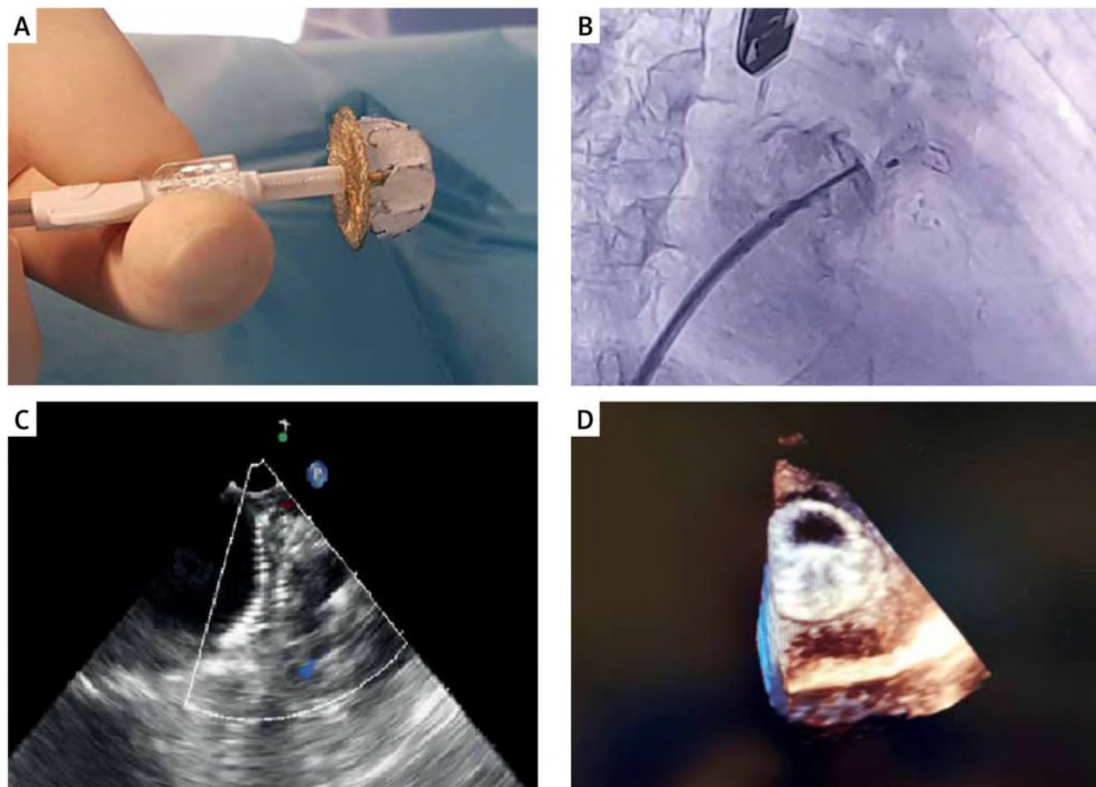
LAMBRE occluder connected to the sheath (A), fluoroscopy (B), transesophageal echocardiography (C) and 3D echocardiography (D) of the LAMBRE occluder after release and correctly placed in the left atrial appendage
